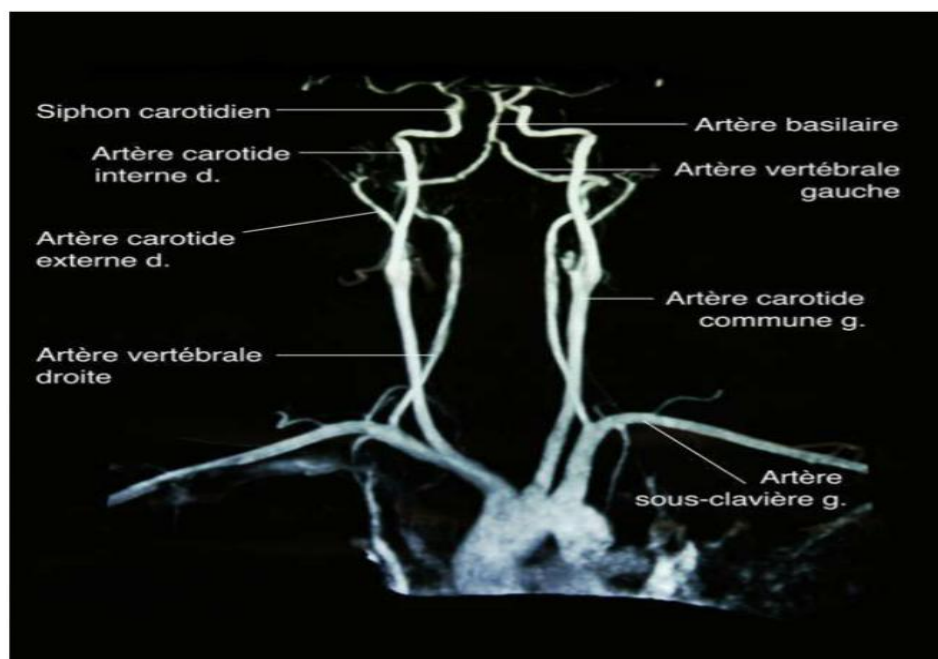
image d'angio-IRM montrant les vaisseaux du cou [29]
